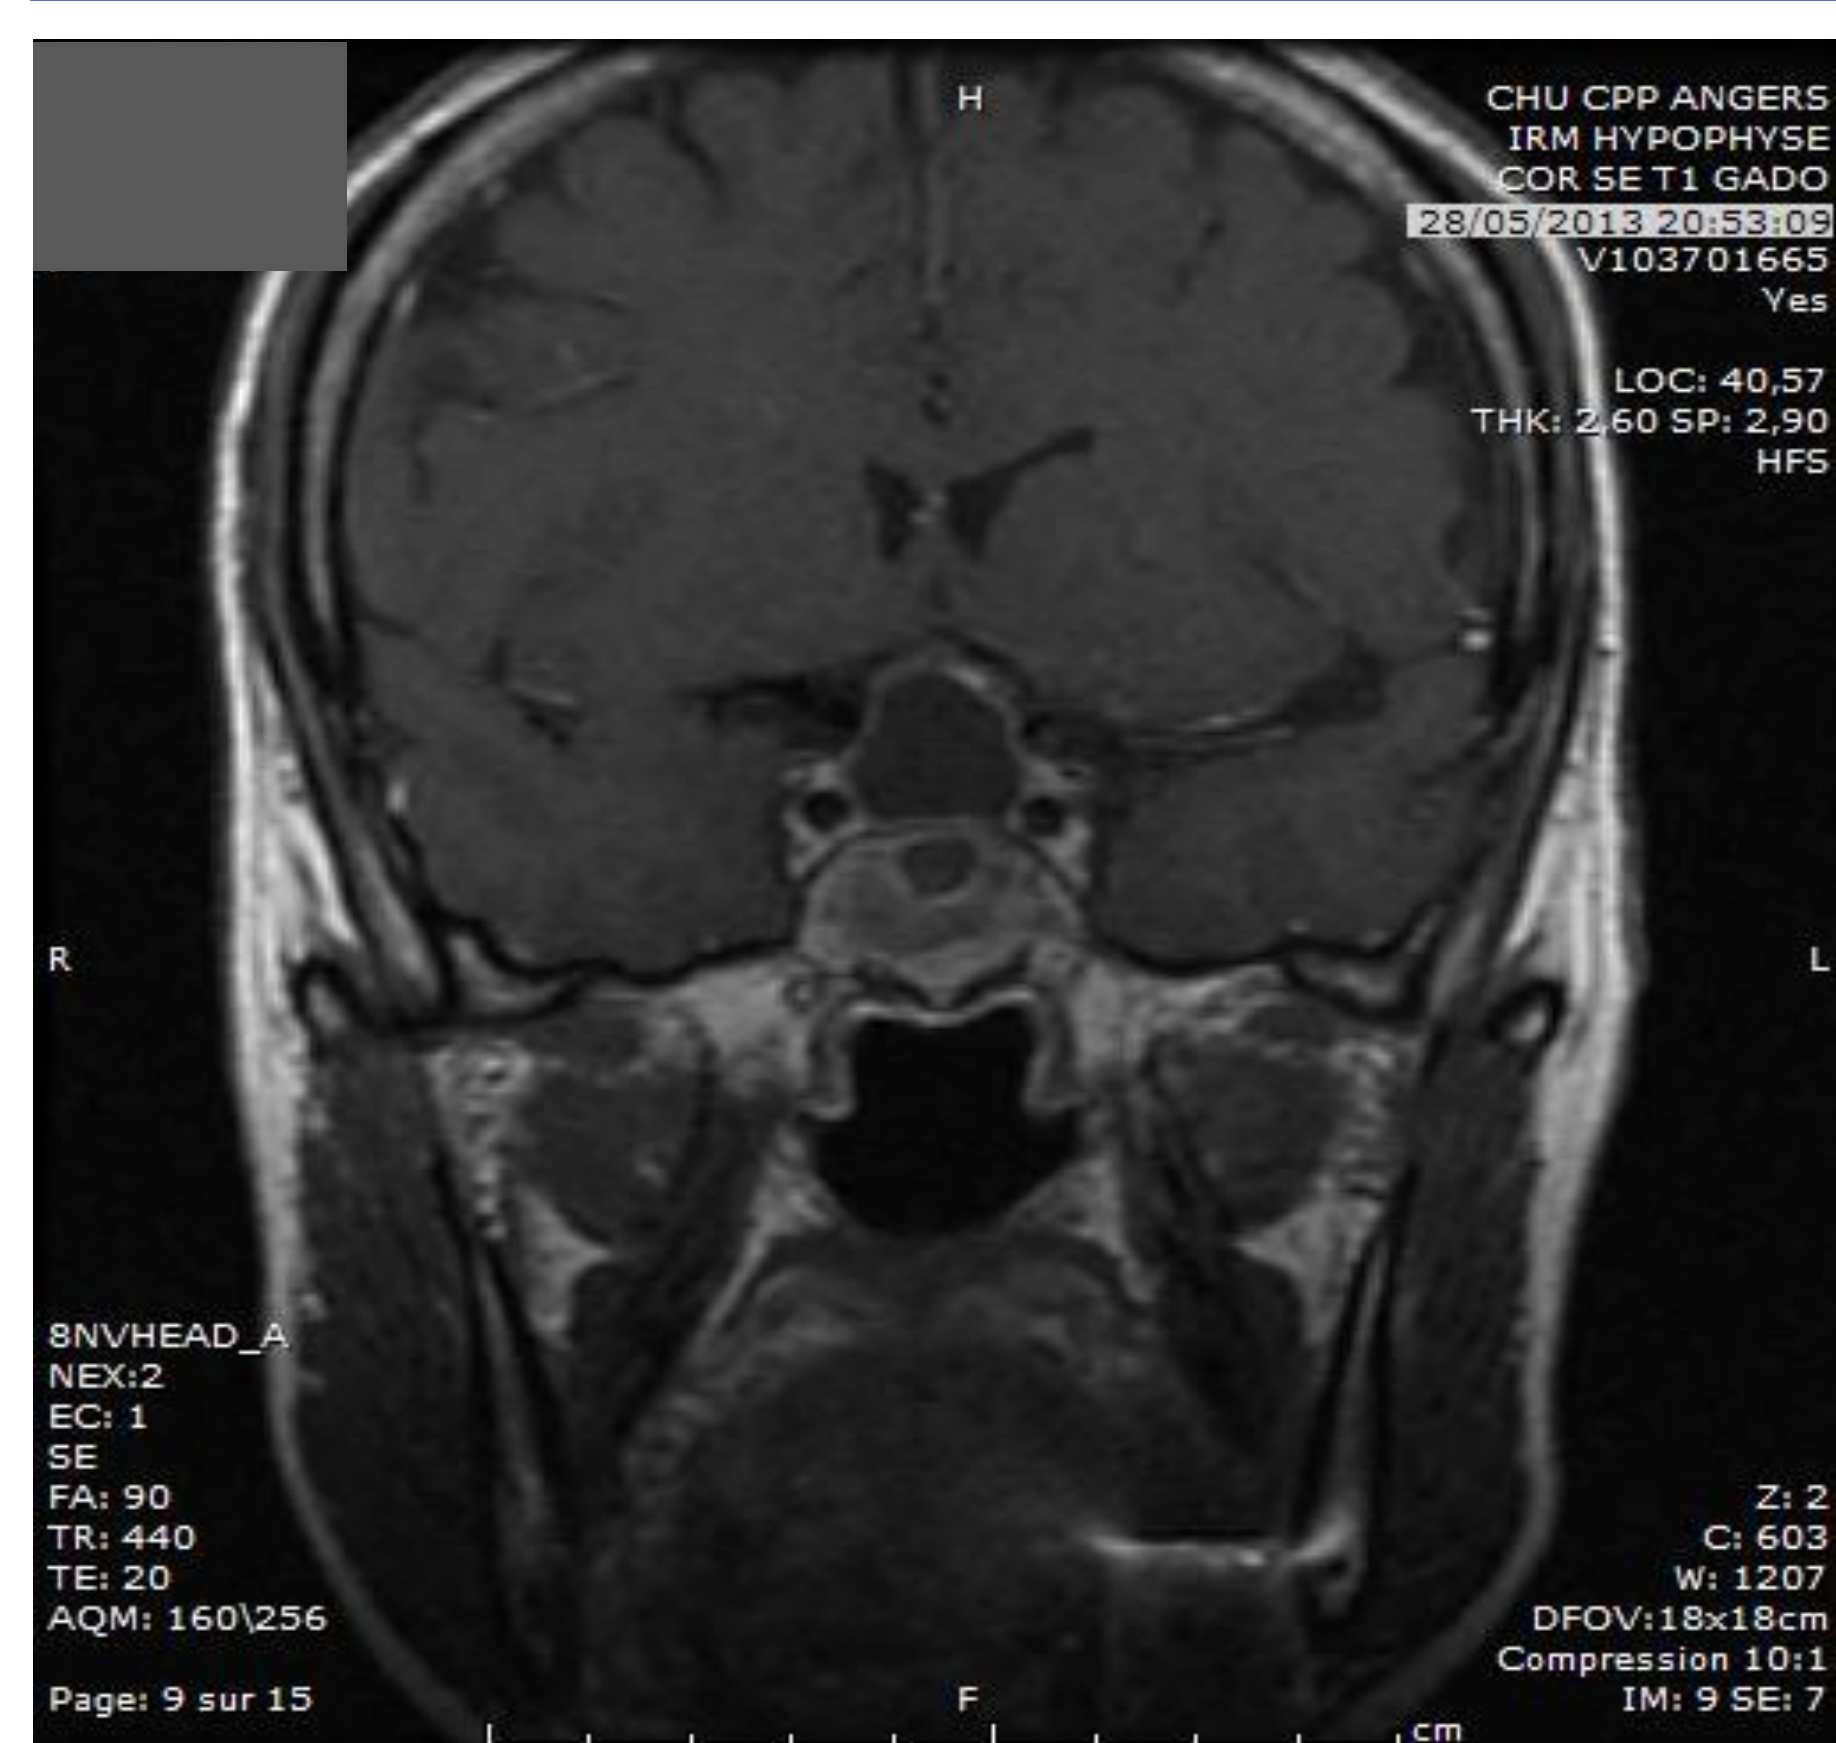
L'IRM T1 retrouve une formation kystique intra et suprasellaire, avec prise de contraste périphérique
